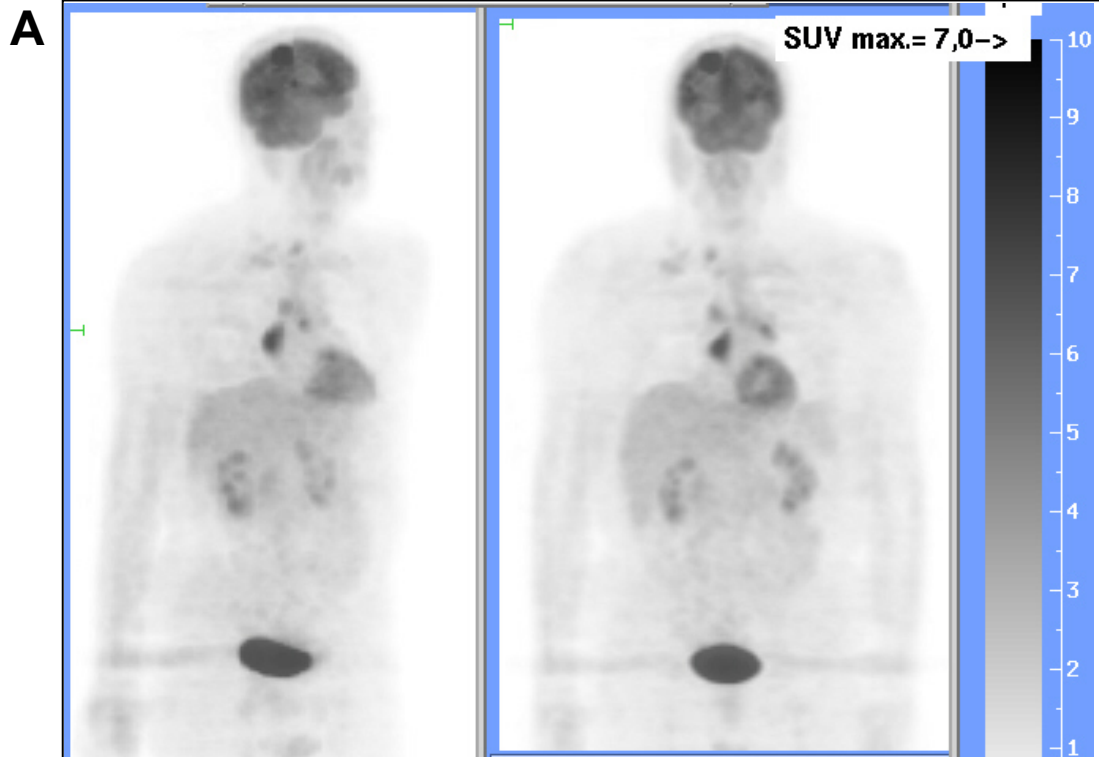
Paciente varón de 51 años que debutó con 2 metástasis cerebrales de adenocarcinoma de TOD. Los procedimientos de imagen fueron negativos para el tumor primario. La PET ^{18}F -FDG detectó correctamente un tumor primario en pulmón derecho, situado a nivel del bronquio intermedio de este pulmón. Además detectó otras lesiones en ganglios interlobares izquierdos, paratraqueales inferiores derechos, y supraclaviculares derechos. Se presentan las imágenes de la PET ^{18}F -FDG en proyección volumétrica (A) y los cortes transaxiales de la región torácica (B). Se inició tratamiento paliativo frente a adenocarcinoma de pulmón, por lo que el impacto sobre el manejo de la PET ^{18}F -FDG fue elevado. El médico remitente consideró que la PET ^{18}F -FDG había sido muy útil tanto en la decisión diagnóstica (eficacia en el juicio diagnóstico), como terapéutica (eficacia terapéutica), y en los resultados (eficacia en los resultados).
